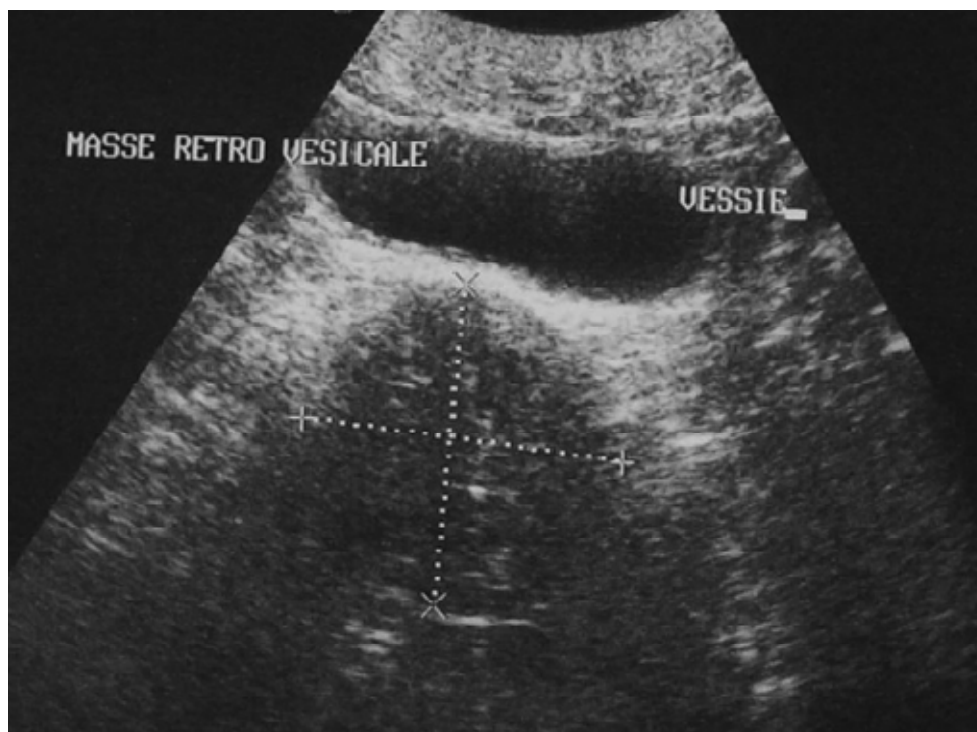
aspect échographique d'un kyste hydatique rétrovésical type IV.
